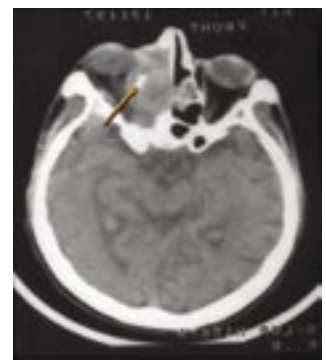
Рак орбиты. КТ: мягкотканное образование выполняет медиальную половину орбиты слева, разрушена медиальная стенка орбиты и распространение в левую половину носовой полости, ячеек решетчатой кости и левую половину основной кости.
